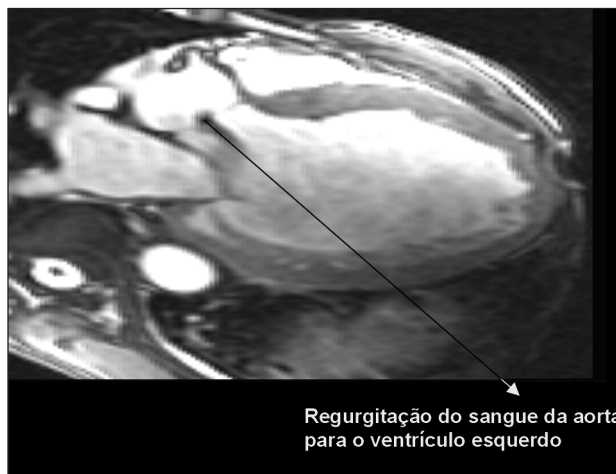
Ressonância aórtica com a presença de dilatação ventricular e regurgitação de sangue da aorta para o ventrículo esquerdo.
